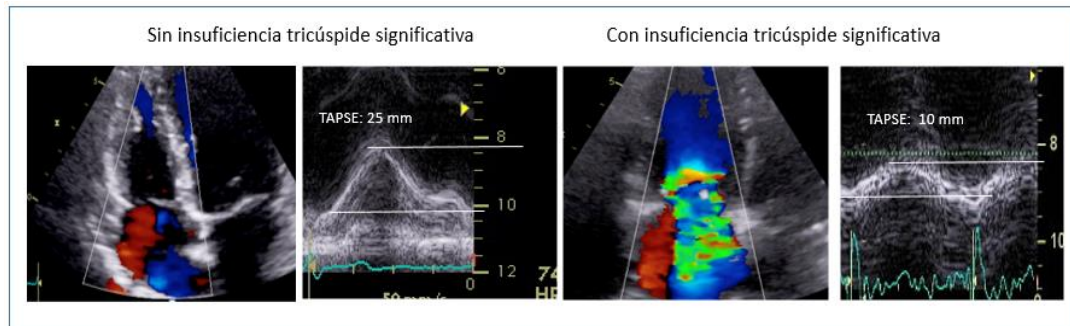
Ecocardiograma transtóraco desde el plano apical cuatro cámaras para la medición del TAPSE mediante modo M a través del anillo tricúspide en un paciente sin insuficiencia tricúspide (izquierda) y en otro paciente con insuficiencia tricúspide significativa (derecha). Obsérvese como el TAPSE está disminuido en el paciente con insuficiencia tricúspide significativa.
